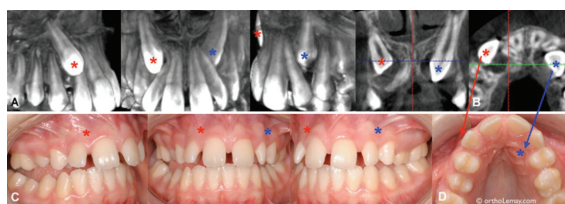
CBCT-ul incluziei dinților 13 și 23 A, C - profil și en face; B, D - ocluzal
